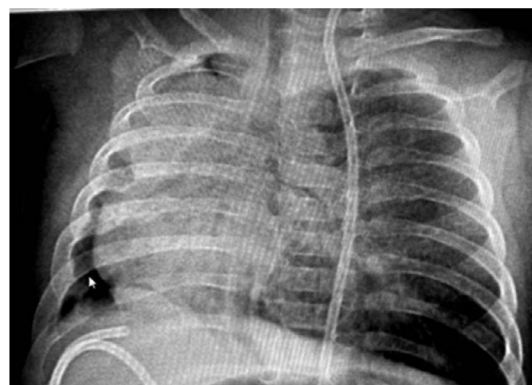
Рентгенограмма органов грудной полости на 21 сут после операции.
